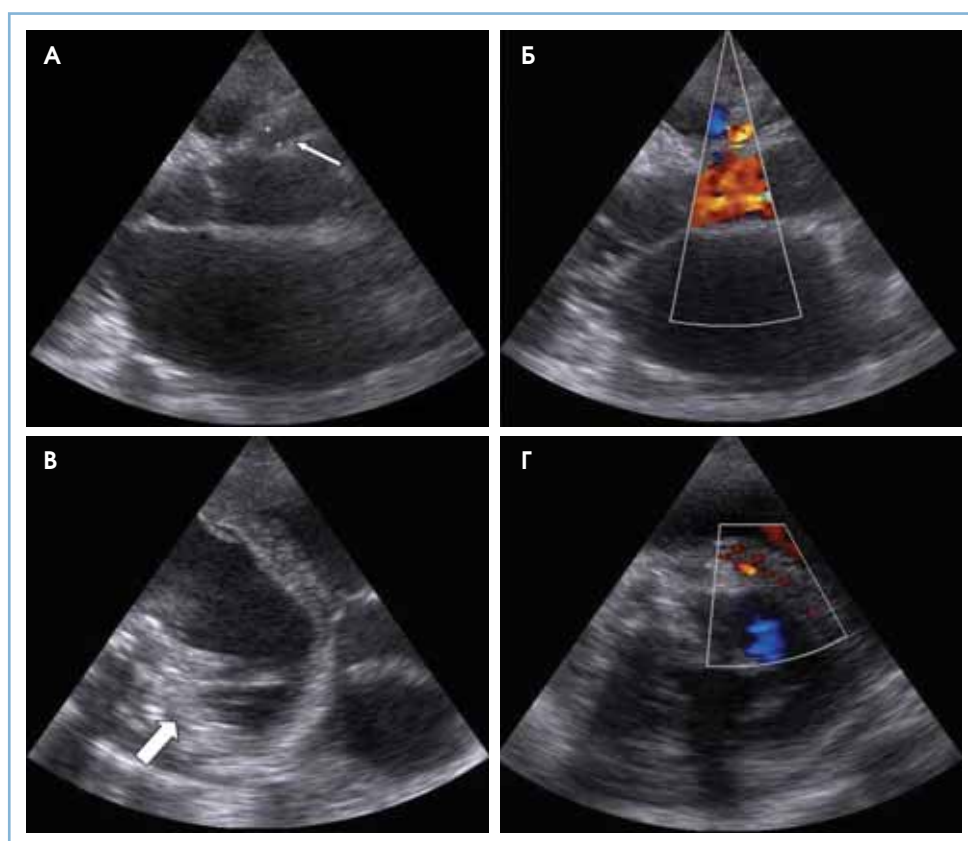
Трансторакальная эхокардиограмма больной К., 53 лет, с синдромом Бланда–Уайта–Гарланда:
